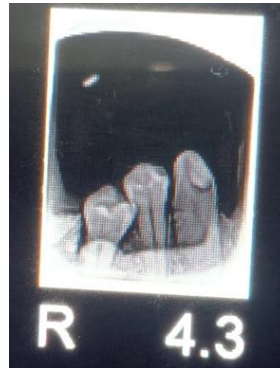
memperlihatkan contoh citra radiograf dental *Periapical* yang mengalami pengulangan akibat kesalahan posisi penyudutan tabung. Pengulangan tersebut berkontribusi sebanyak 15 kasus dari total 51 pengulangan dengan persentase 29,42% selama periode penelitian Agustus hingga Oktober 2024.
